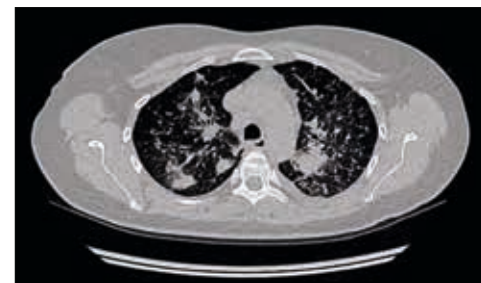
КТ-картина після прогресування НДРЛ на фоні лікування кризотинібом
